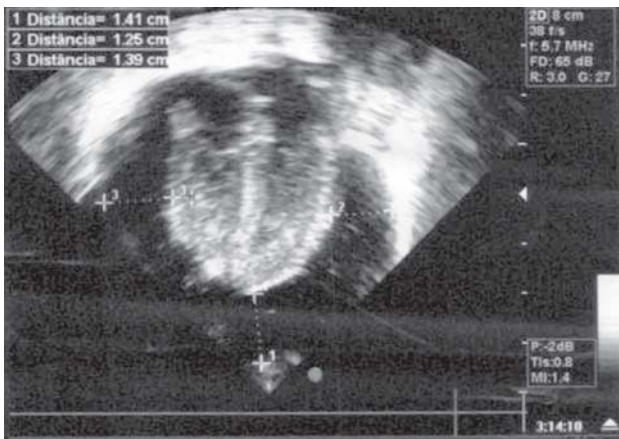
Ecocardiograma do caso 1 mostrando derrame pericárdico importante
